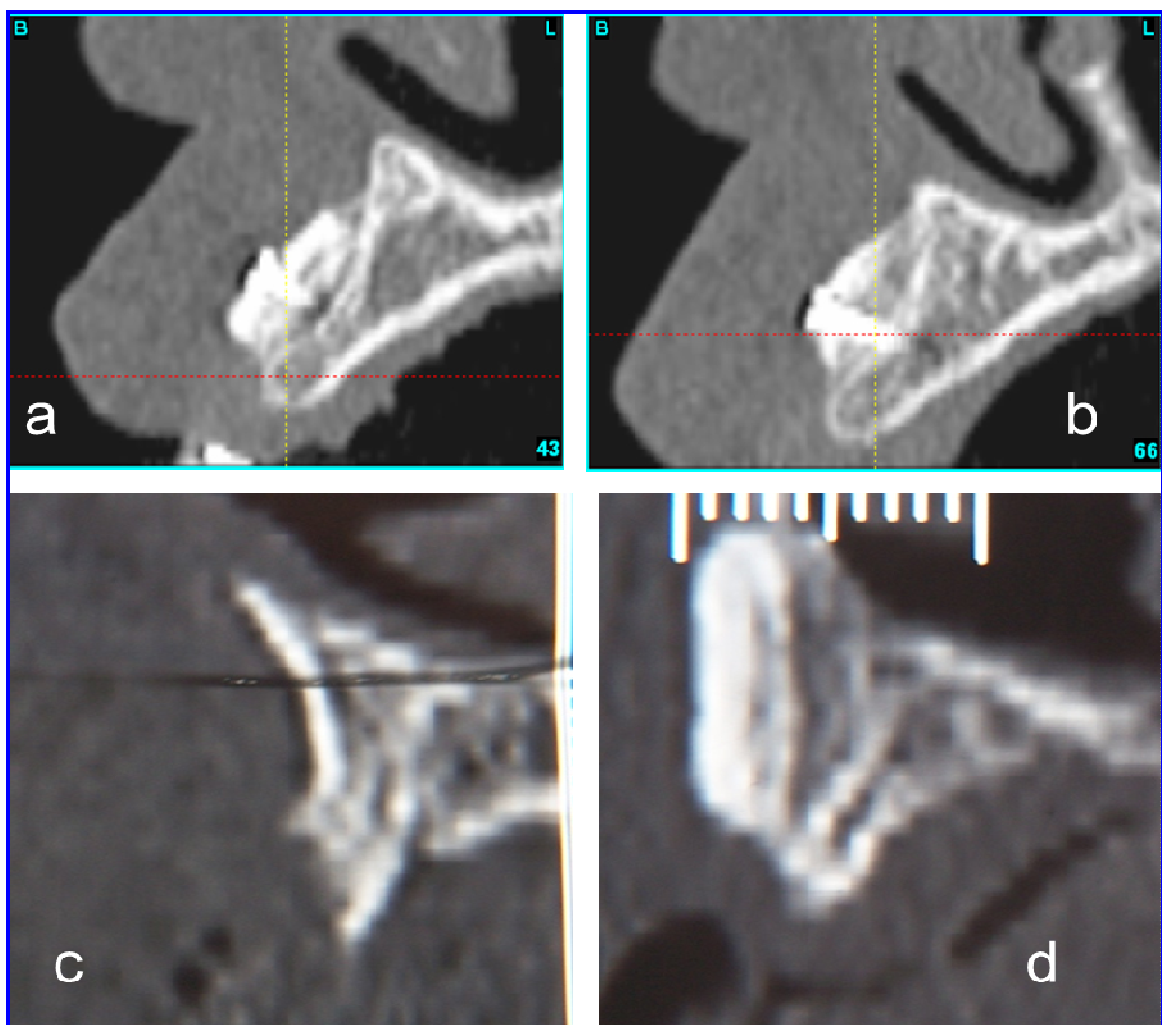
Immagini TC eseguite subito dopo e a distanza di 5 mesi dall'innesto a blocco da ramo mandibolare autologo (a,b) e di tibia omologa congelata(c,d). In entrambe i casi si nota una perfetta integrazione col sito ricevente, un'eccellente stabilità volumetrica e una densità ossea ideale (D1-D2) per l'inserimento delle fixtures.
